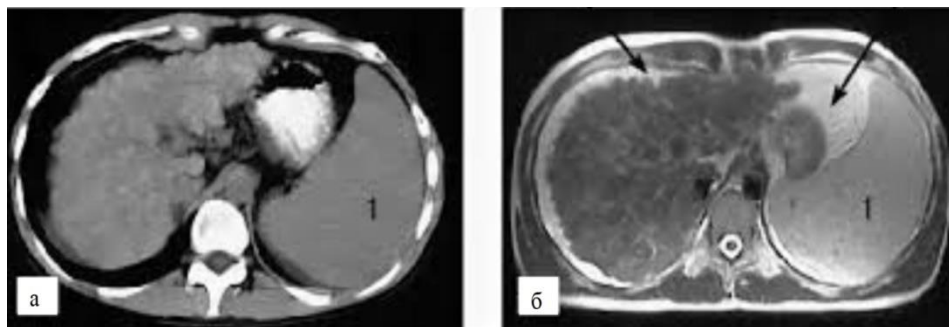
МРТ черевної порожнини [31]: а – вихідне зображення; б – зображення після високочастотної фільтрації
